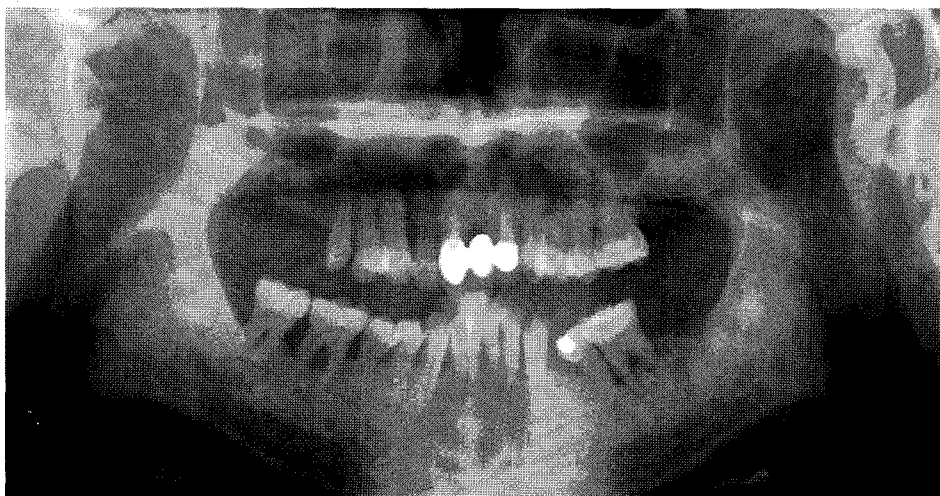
Radiographic appearance of florid cemento-osseous dysplasia. This lesion is bilateral and present in both jaws, appears be a widespread form of periapical cemental dysplasia.
